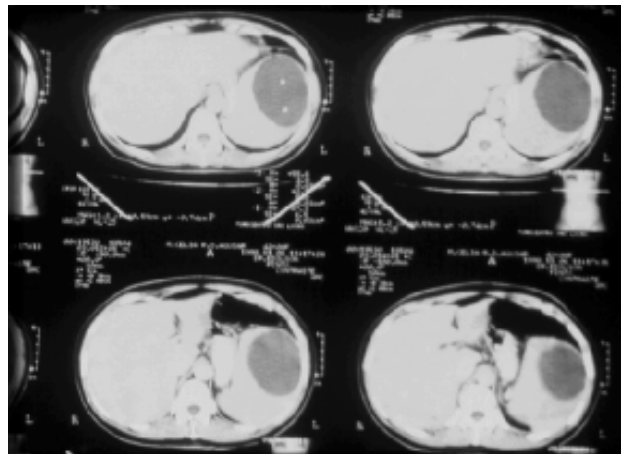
Tomografia abdominal — abscesso esplênico.
